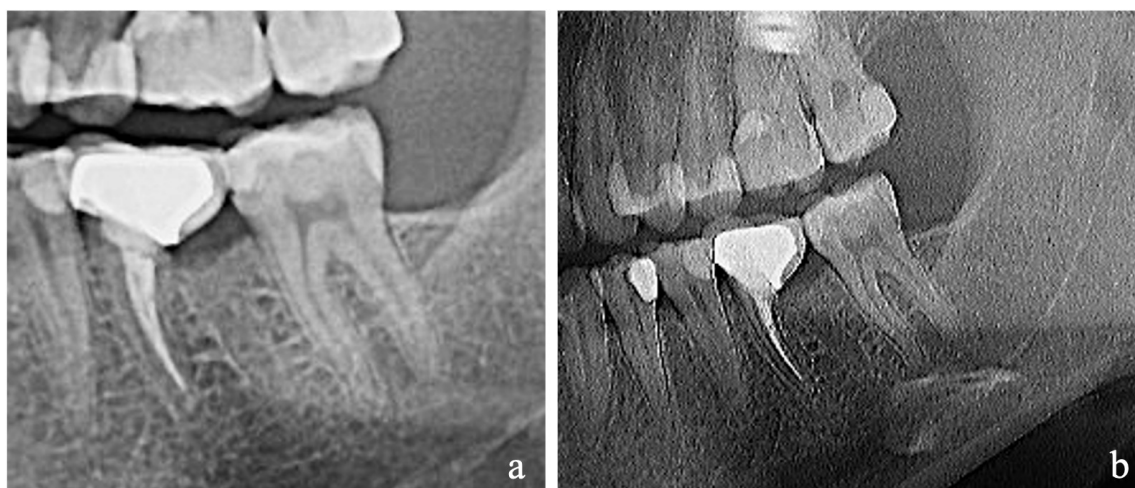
Follow up radiographs
